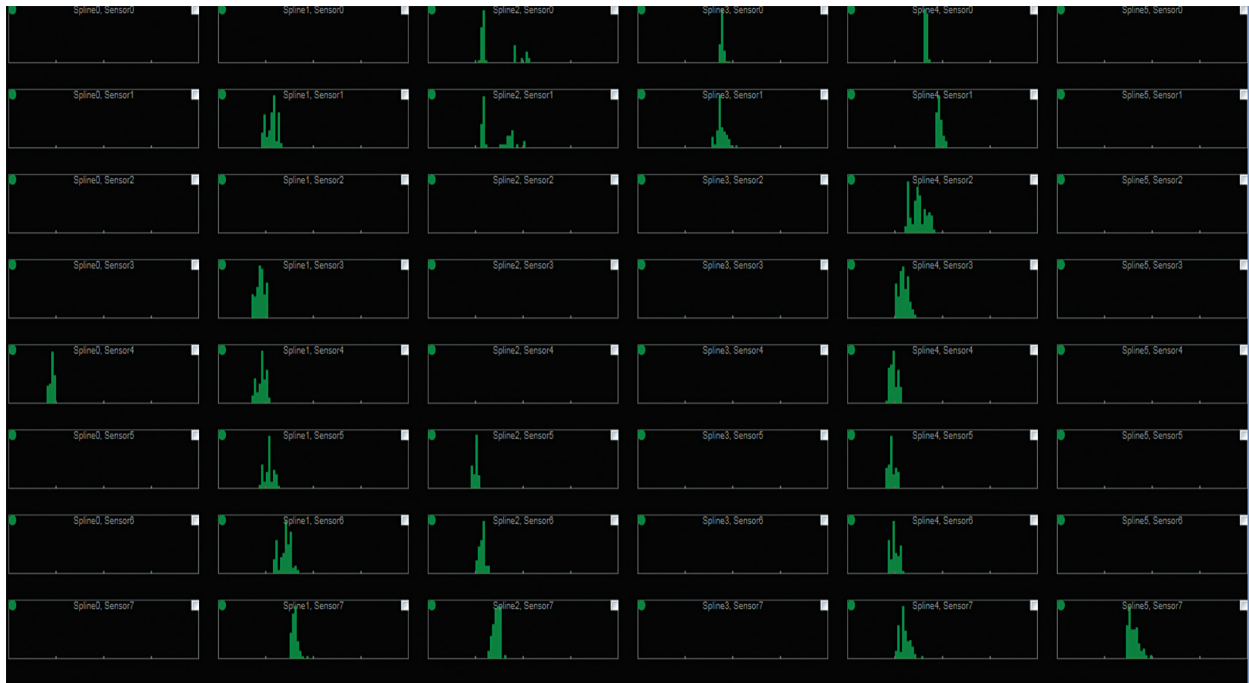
Figura D-3. Ejemplo de un conjunto completamente funcional de transductores de ultrasonido en una posición estática in vivo.
